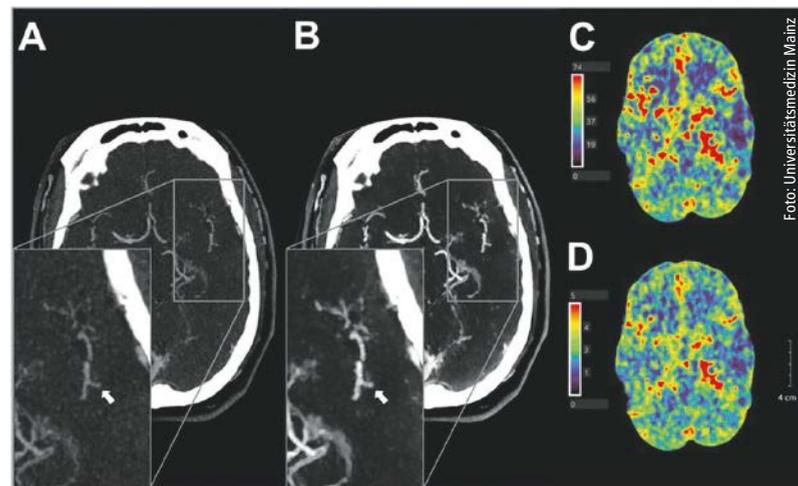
Vergleich zwischen konventioneller CTA (A) und durch KI nachbearbeitete CTA (B) eines Patienten mit einem akuten Verschluss der A. cerebri media links (Pfeile). CT-Perfusionsbilder (C und D) zeigen das betroffene Hirnareal (blau; temporal links)
